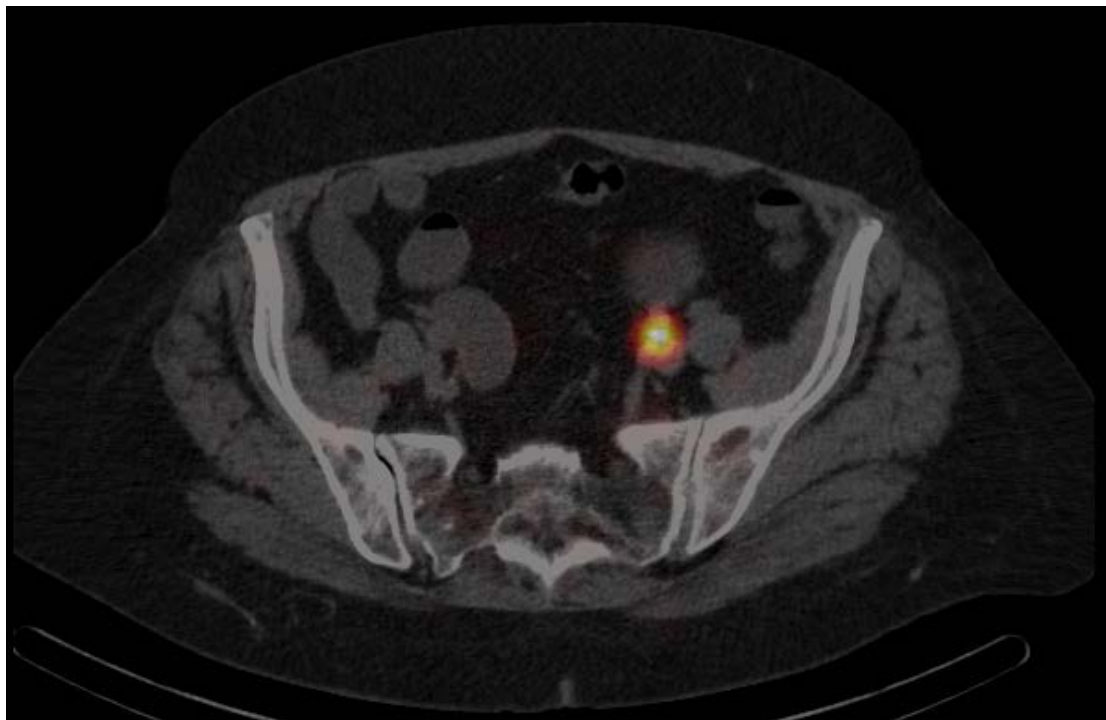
ОФЭКТ-КТ томограмма. Накопление РФП во внутренних подвздошных ЛУ слева
